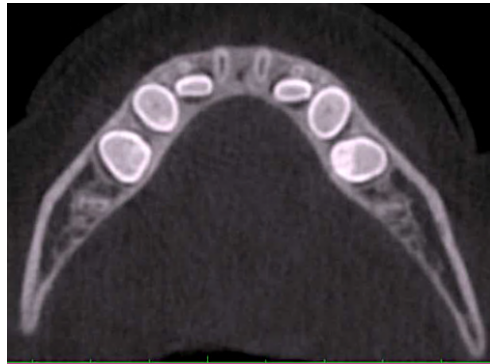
Tomografía computarizada que muestra ausencia de los incisivos laterales permanentes inferiores. ⁴⁸
